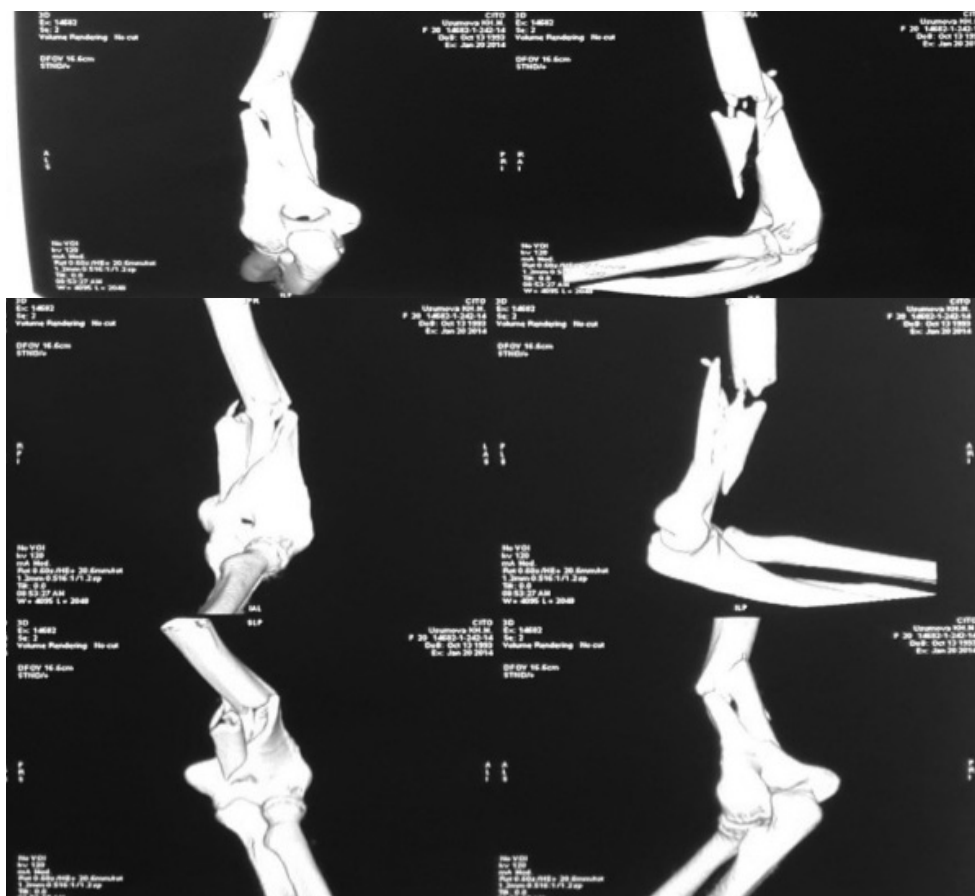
КТ правого плеча.
